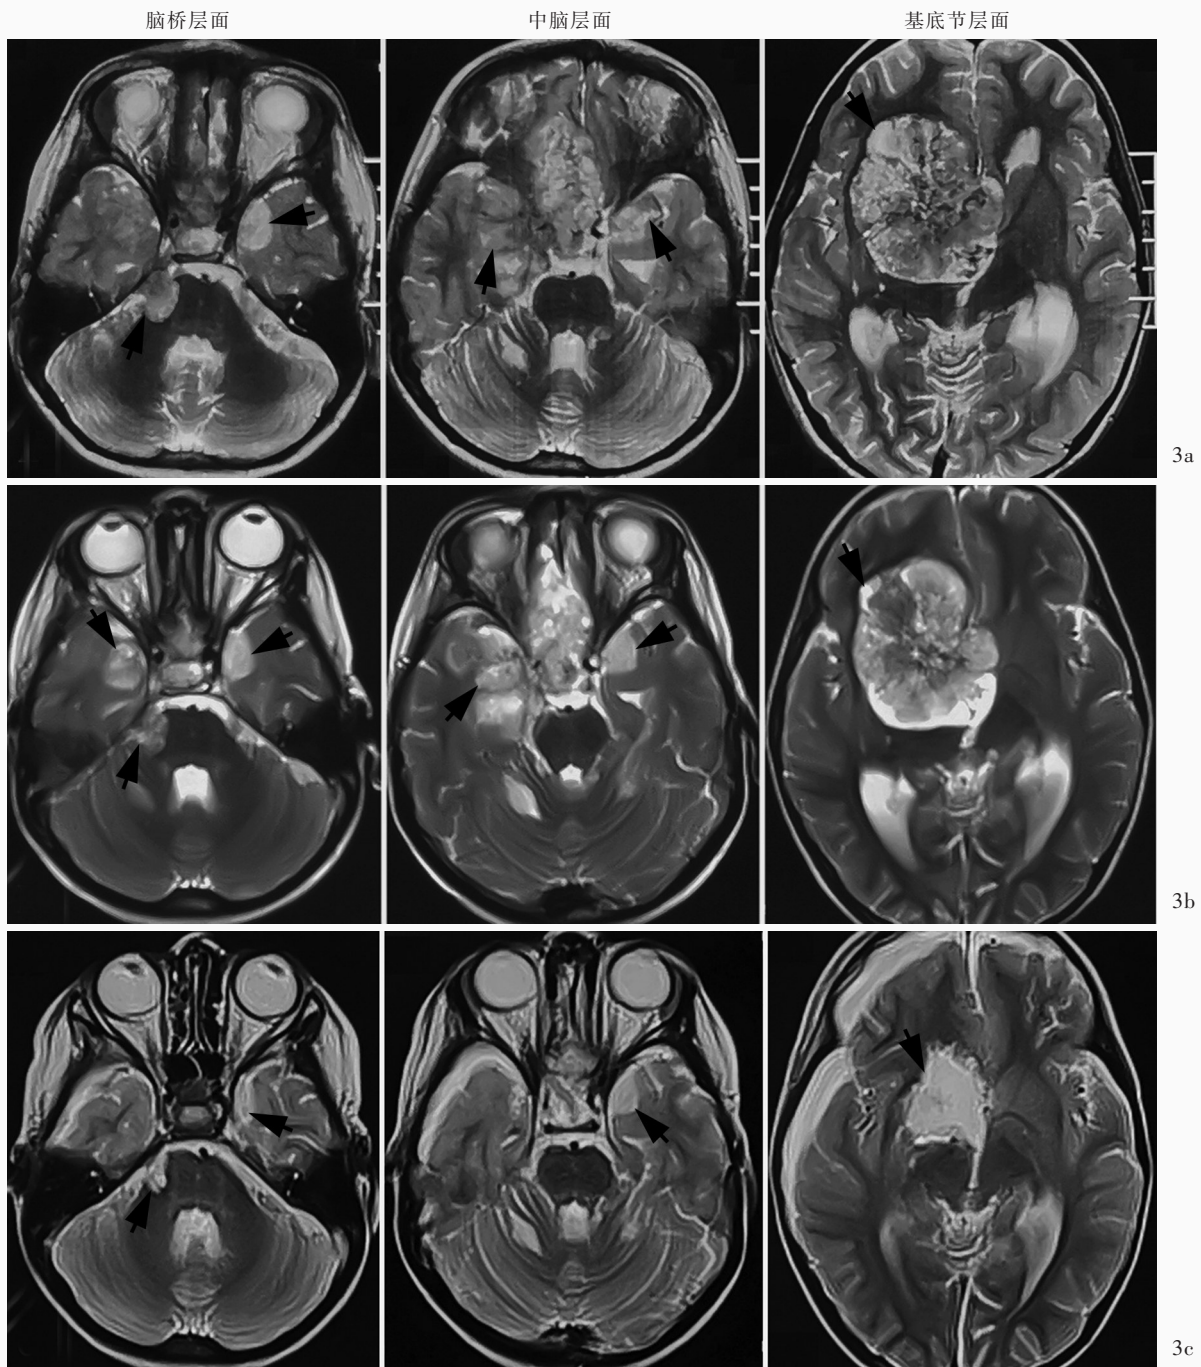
例8患儿头部MRI检查所见 3a 化疗前横断面T₂WI显示右侧额颞叶和基底节区占位性病变(箭头所示),双侧颞叶内侧、右侧脑桥小脑角区多发结节样异常信号影,考虑播散 3b 化疗后7 d横断面T₂WI显示上述病变体积缩小不明显(箭头所示) 3c 术后7 d横断面T₂WI显示主要病灶近全切除,转移病灶明显缩小(箭头所示)
